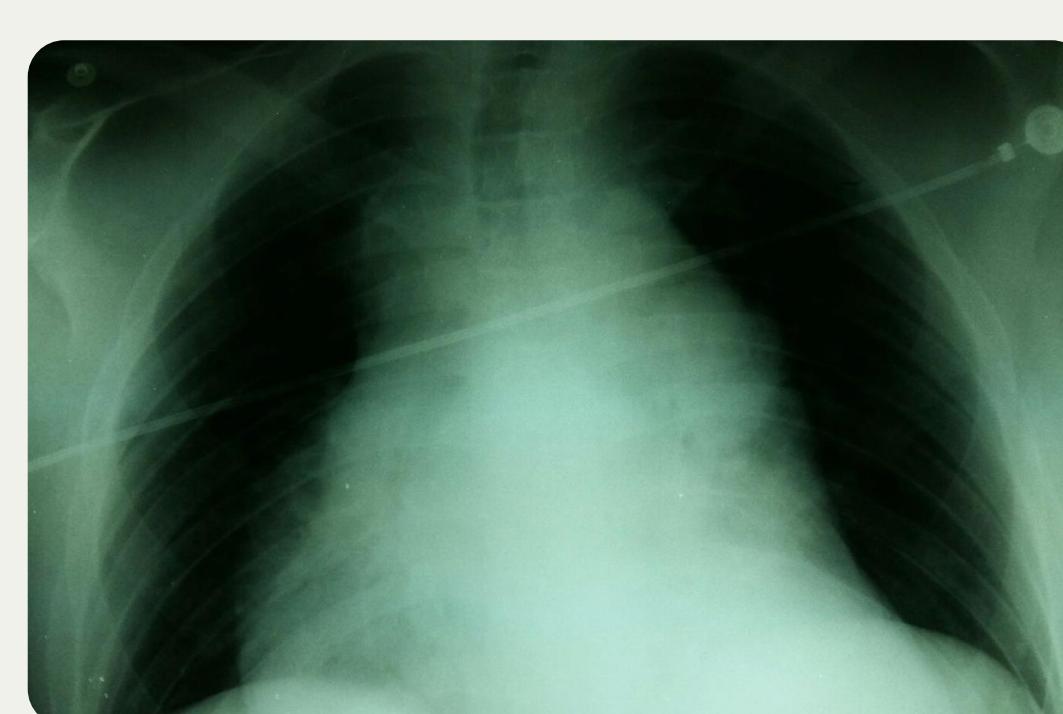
Radiografía simple de tórax. Masa mediastínica.
